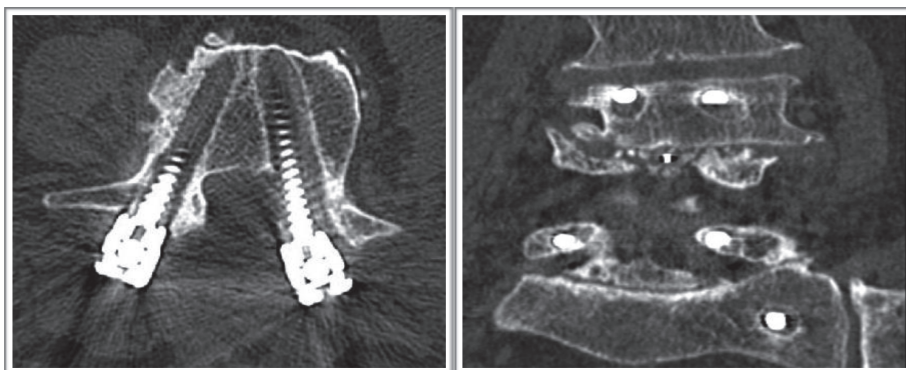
(А) КТ аксиальный срез и (В) сагиттальный, вокруг винтов деструкция костной ткани (стрелки), характерный для псевдоартроза (С) сагиттальная КТ, иллюстрирующая наличие проседания или проседания
